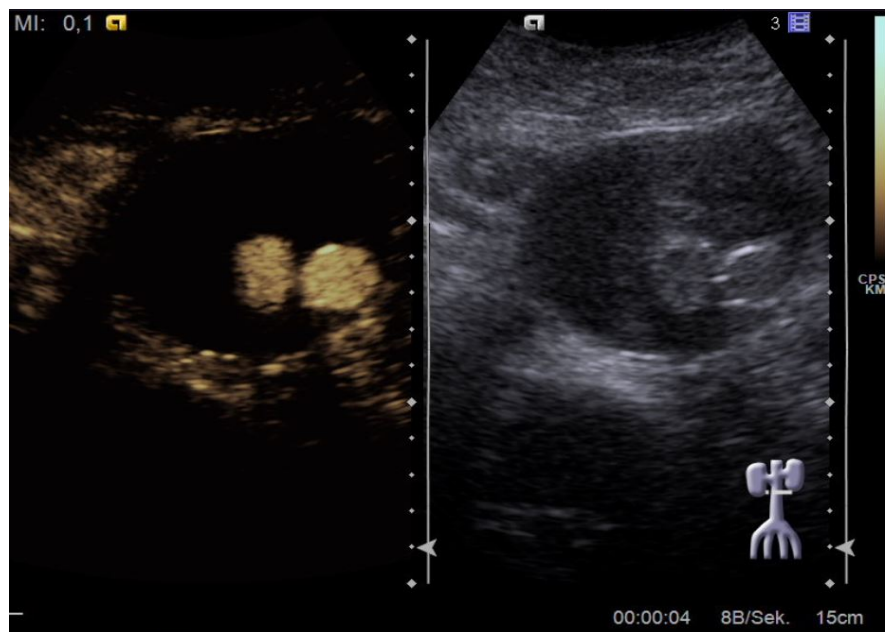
CEUS (links) und B-Bild-Sonografie (rechts) - 1 Jahr nach Laparotomie mit Clipping der rechten A. iliaca interna: kein EL
